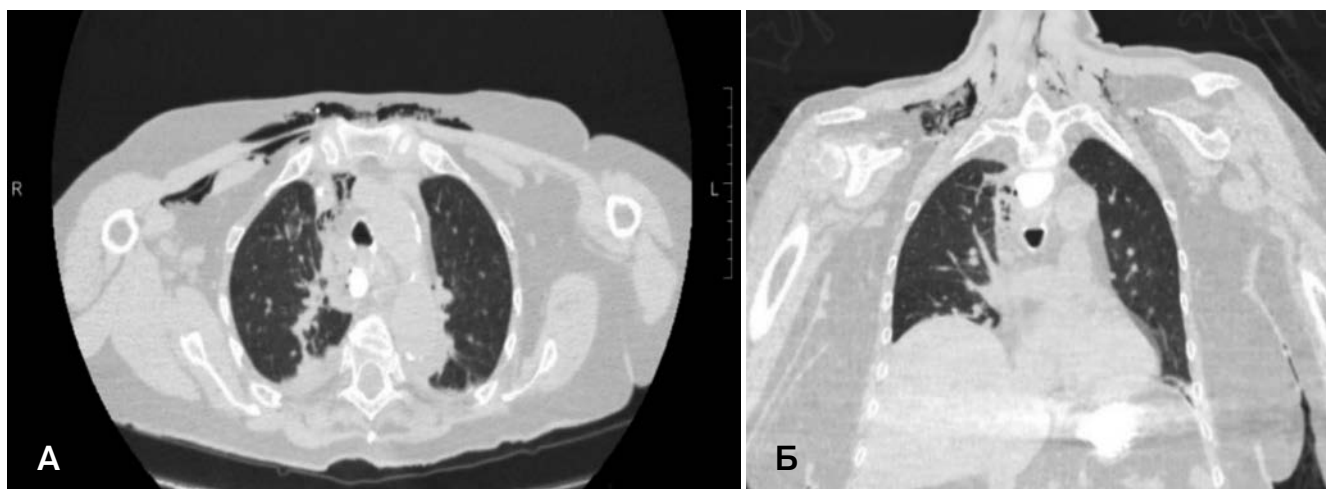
Компьютерная томограмма пациентки К., 77 лет (А – аксиальный срез, Б – фронтальный срез): эмфизема средостения, мягких тканей шеи и грудной стенки после ятрогенного повреждения пищевода
